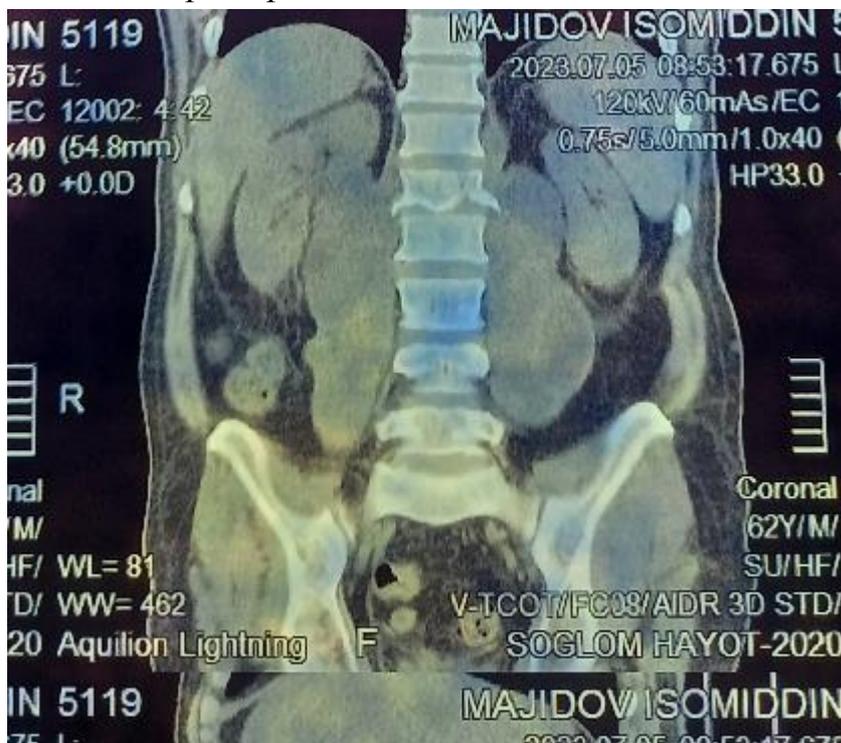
МСКТ – картина брюшинного пространства.
